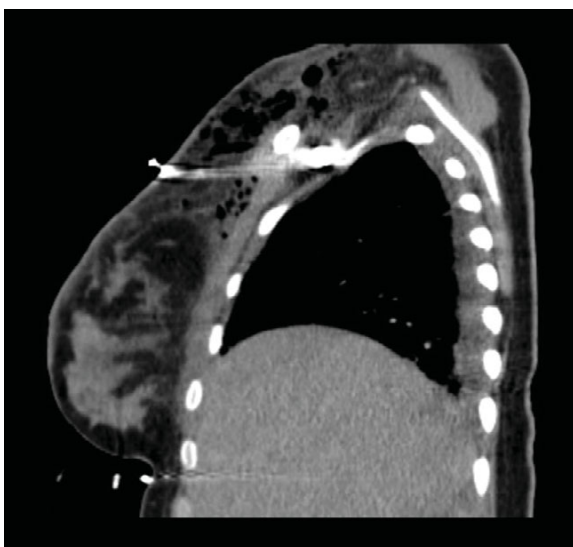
Computertomographie mit Kontrastmittel im Sagittalschnitt mit Darstellung des Thorax und des Oberbauchs. Hier zeigen sich im Bereich des Mediastinums und der Brust gasgefüllte Hohlräume bei intakter Kutis
